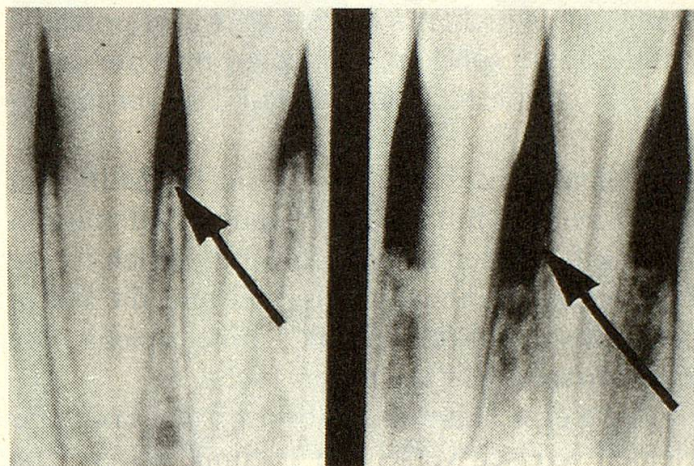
Bei einer fortgeschrittenen Parodontitis ist der Schwund des Stützknorpels (Pfeil) auf dem Röntgenbild gut feststellbar.
